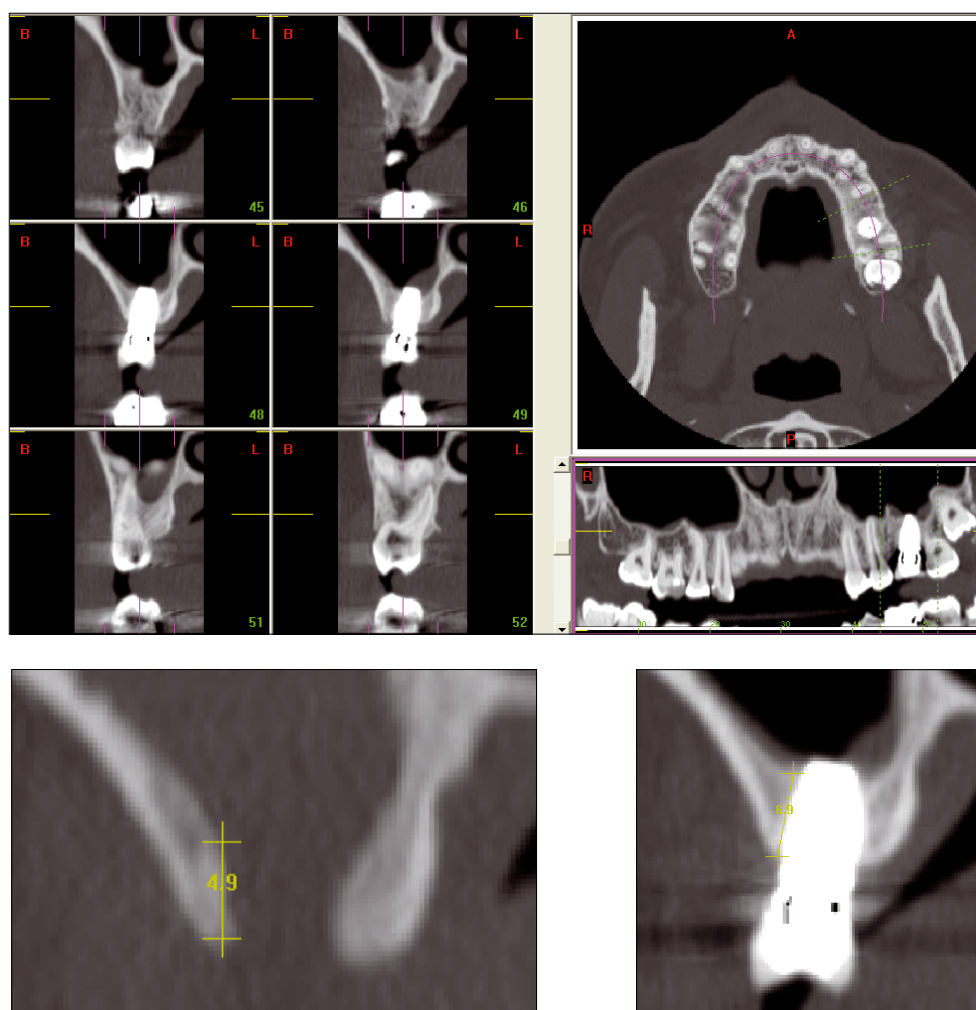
CT-scan réalisé 20 mois après l'intervention de chirurgie implantaire montrant la disparition de la sinusite et le gain osseux.
